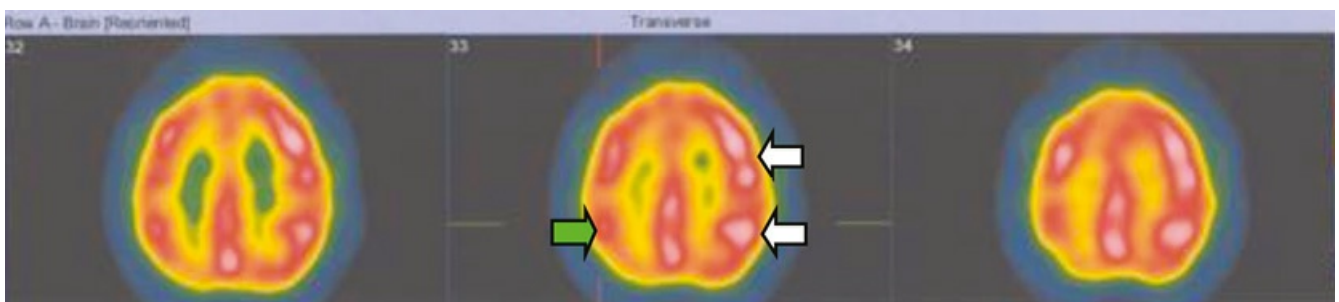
Padrão de ativação dos hemisférios cerebrais em uma avaliação por tomografia por emissão de pósitrons em um sujeito normal. A ativação consistiu em submeter o sujeito a um teste de atenção visual. As imagens mostram três cortes transversais em diferentes níveis. O hemisfério direito do cérebro está à esquerda. As setas brancas indicam a ativação sensoriomotora associada à utilização da mão direita para a realização da tarefa, e a seta verde indica a ativação relacionada com a atenção. As áreas brancas apresentam maior atividade e as azuis, menor. Resultados com o PET ativado em pacientes com doenças de Alzheimer e de Lewy, sugerem a utilidade na aplicação desse método para melhorar a especificidade de PET no diagnóstico diferencial das demências. Adaptado de Schmidt *et al.*, 2008.
